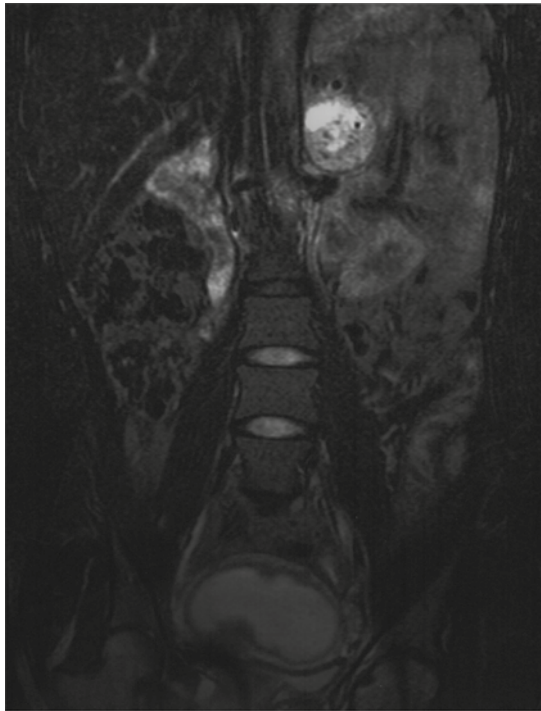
Resonancia magnética en T2 con saturación grasa; corte coronal. Se identifica la lesión suprarrenal, redondeada e hiperintensa, y útero gestante.
